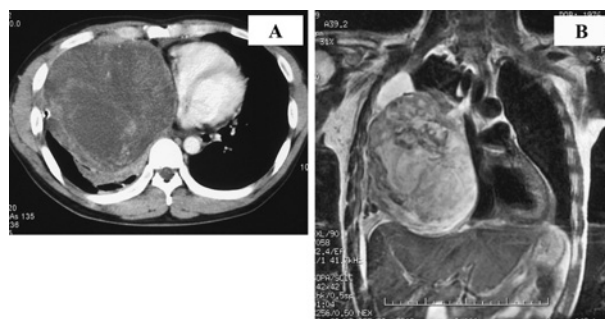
A. Chest CT, B. Chest MRI (coronal view).
